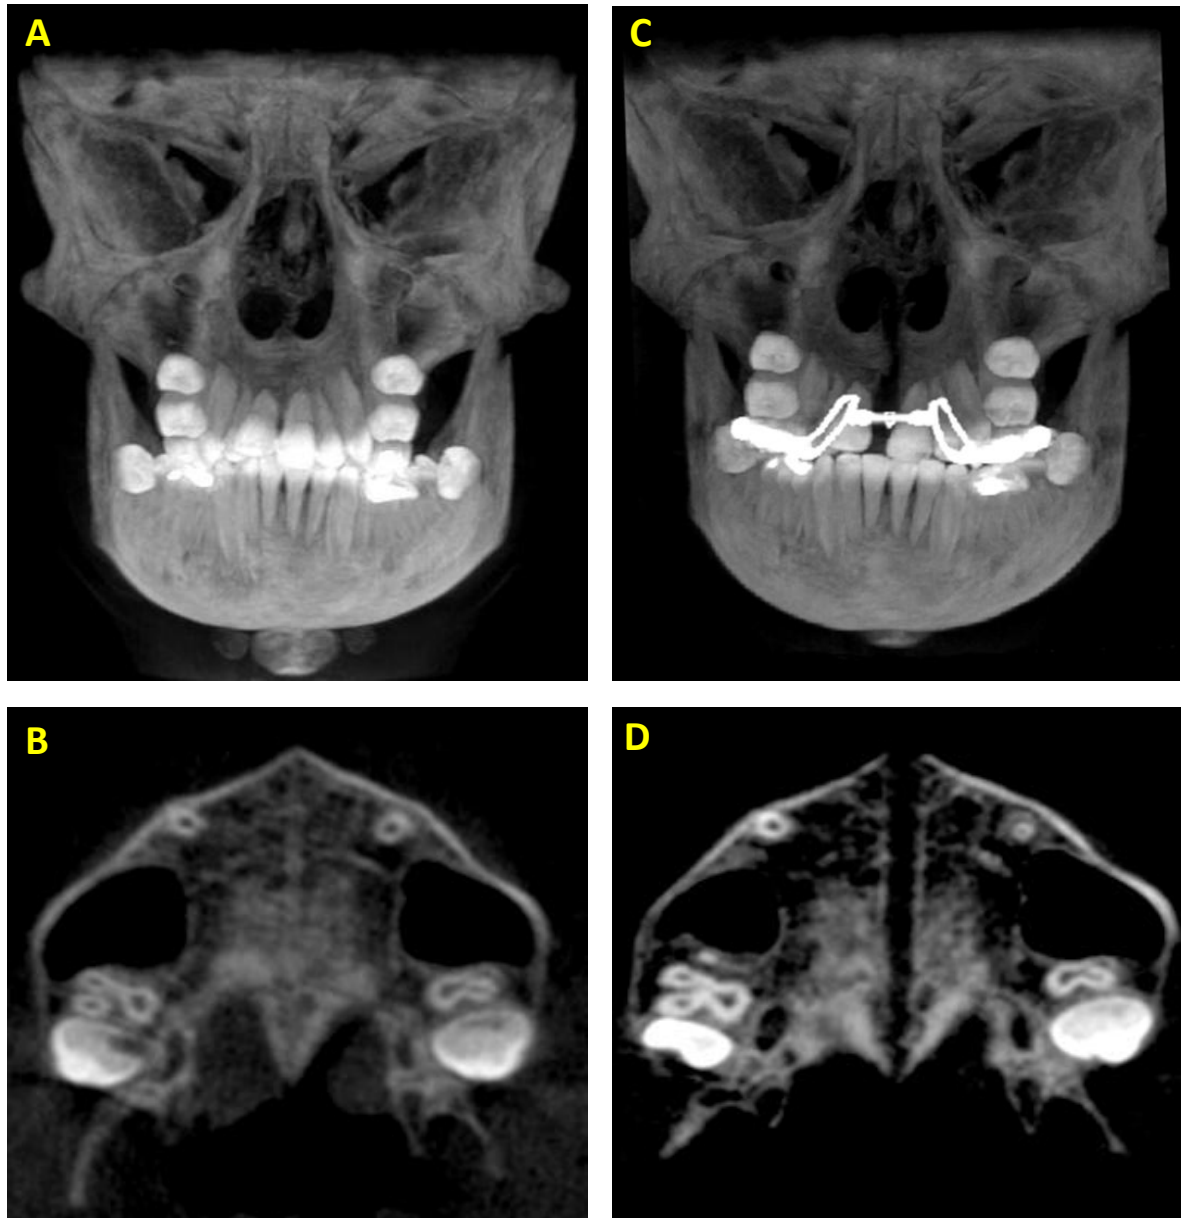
(A-D) Imagens de TC *cone beam* do paciente R.F.L. (Grupo Haas). (A-B) antes da ERM (T1); (C-D) imediatamente após a ERM (T2).
